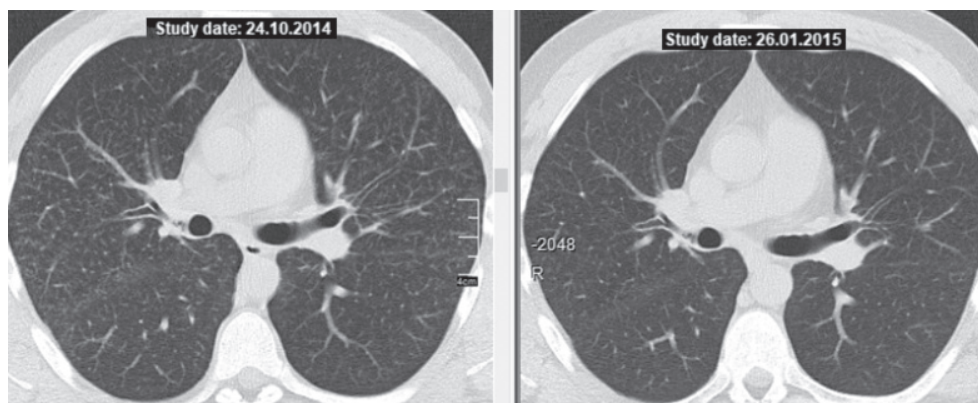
КТ больного Т., 25 лет. Слева — до лечения, справа — регрессия через 3 мес ГКС-терапии.
